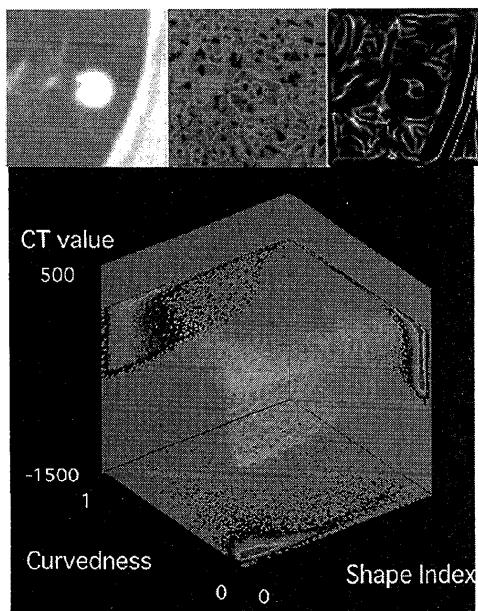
良性—CT値, shape index, curvednessによる解析一。
